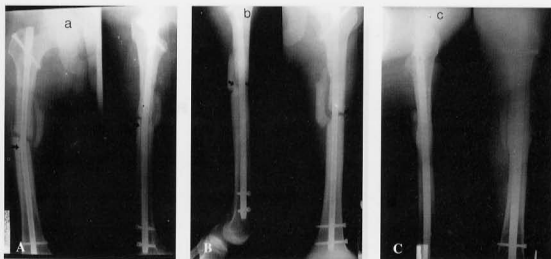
(A) Preoperative radiograph of 43-year-old female shows Winquist-Hansen type III and nonunion of the femoral shaft fracture with broken I/R nail. (B) Postoperative radiograph shows the narrowed interfragmental gap. (C) Radiograph at postoperative 35 weeks shows the evidence of union.
